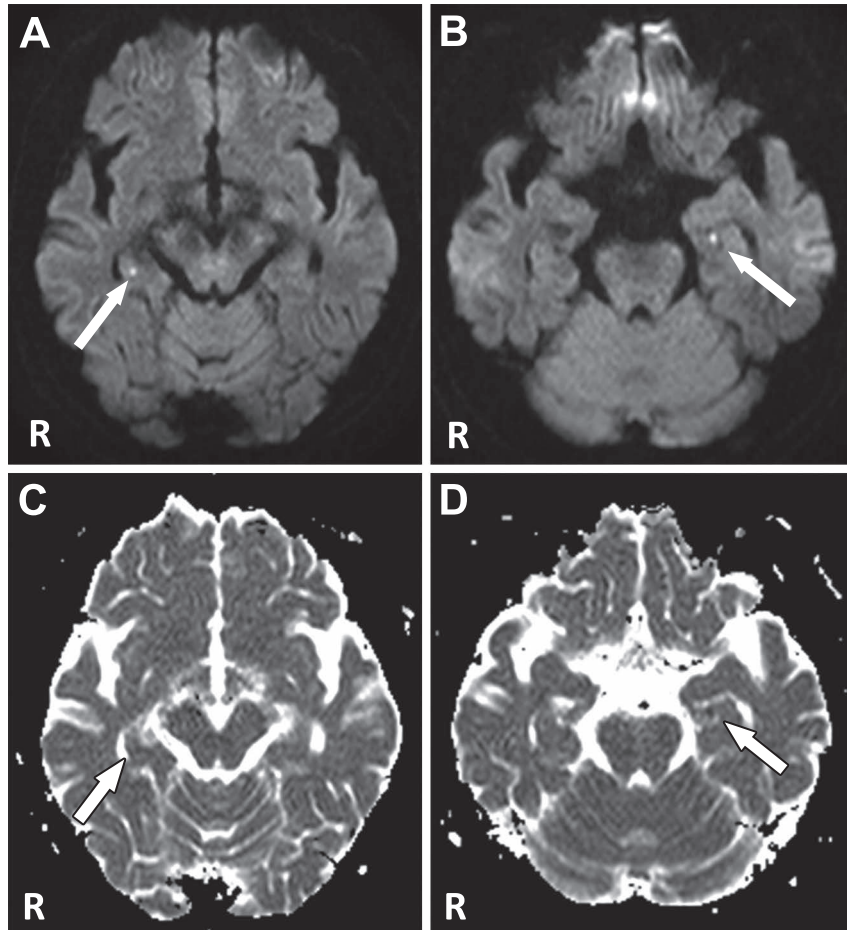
Initial and follow-up MRI in Case 1.
